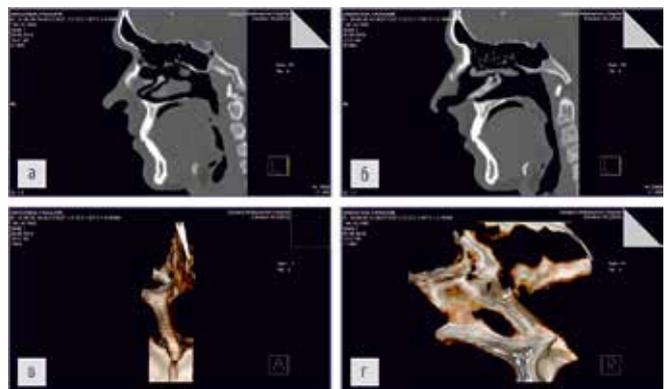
Компьютерная томография носа в сагиттальном срезе и 3D модели искривлённой костной части перегородки носа: а – сагиттальный срез – костный шип располагается справа посредине от нижней носовой раковины, условно разделяя последнюю на две части; б – костный шип виден в комплексе с патологическим костным гребнем и CNOM; в, г – 3D модель искривлённой костной части перегородки носа (вид спереди и сбоку справа, где виден резко выступающий шип)
